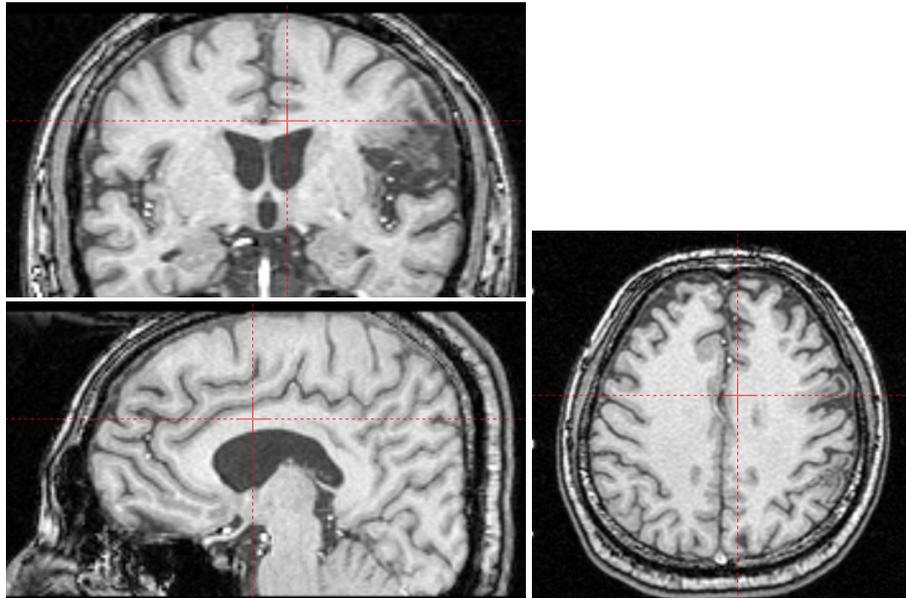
뇌정위적 대상회절제술의 MRI 목표점.
